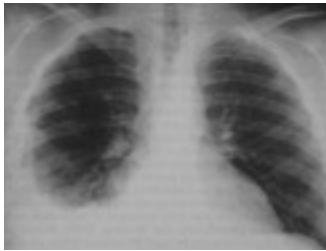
SLE, Pleuraergüsse in einer Röntgenaufnahme der Lunge
